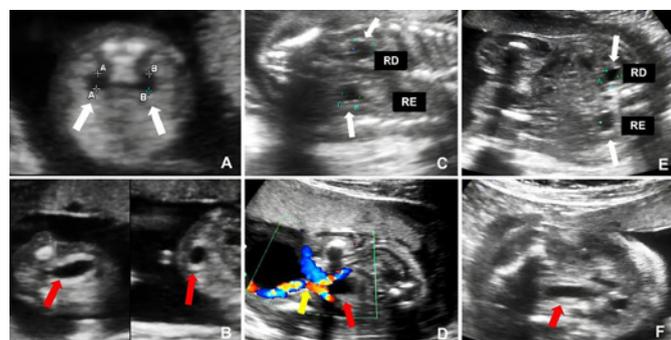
Imágenes del tracto urinario fetal observadas a través de la ecografía bidimensional en diferentes momentos de la gestación.
